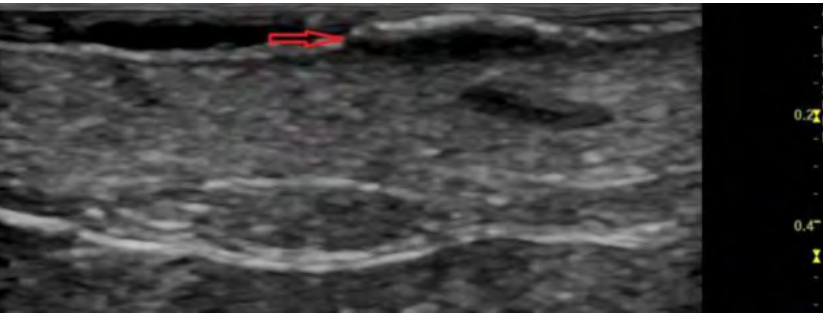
Folículos dilatados y fistula subcutánea (flecha roja), a nivel subcutáneo, visualizada con ecografía cutánea.
